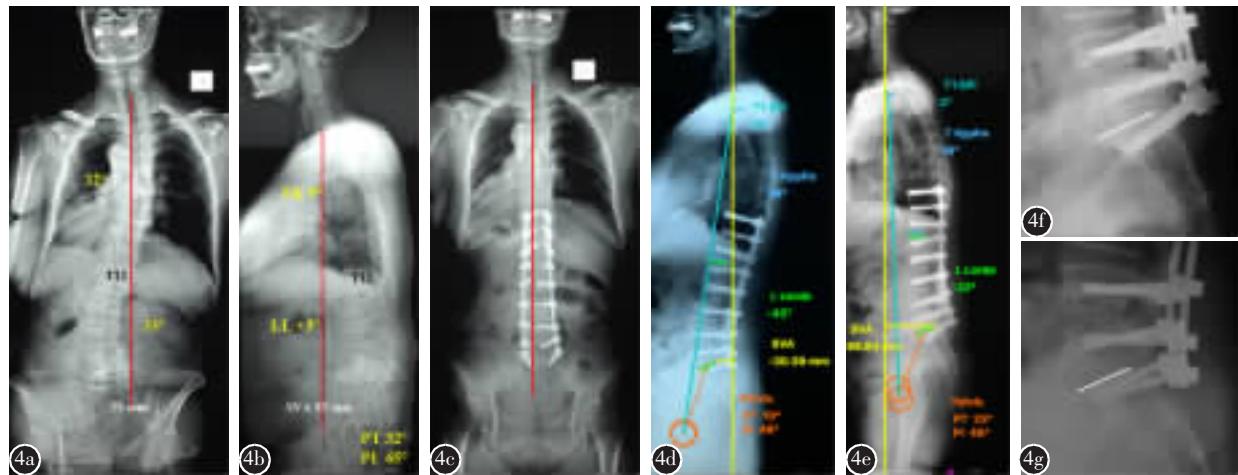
患者女,61岁,矢状面和冠状面均失平衡 a 术前正位X线片示35°退行性脊柱侧凸 b 术前侧位X线片示腰椎前凸丢失,PI-LL严重不匹配(48°),PT 32°,矢状面SVA 95mm c 下端固定至S1,术后2周X线片示侧凸得到满意矫正 d 术后2周X线片示PI-LL匹配(3°),PT 19°,SVA -30.39mm e 术后2个月X线片示S1螺钉松动,躯干前倾,PT 23°,SVA 98.83mm f 术后2周局部X线片示螺钉位置满意 g 术后2个月X线片示S1螺钉在椎体内切割移位
